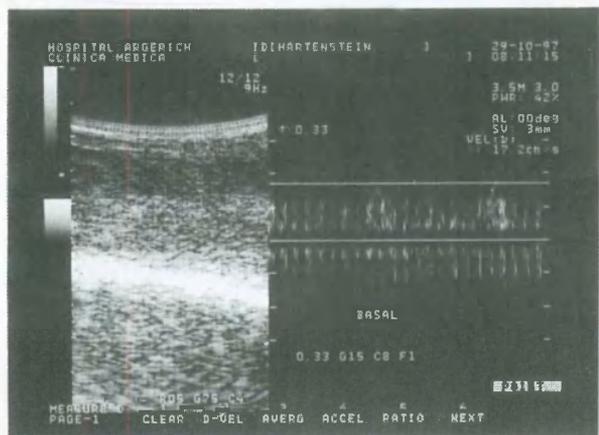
Registros de Eco-doppler color en estado basal de flaccidez peneana.
